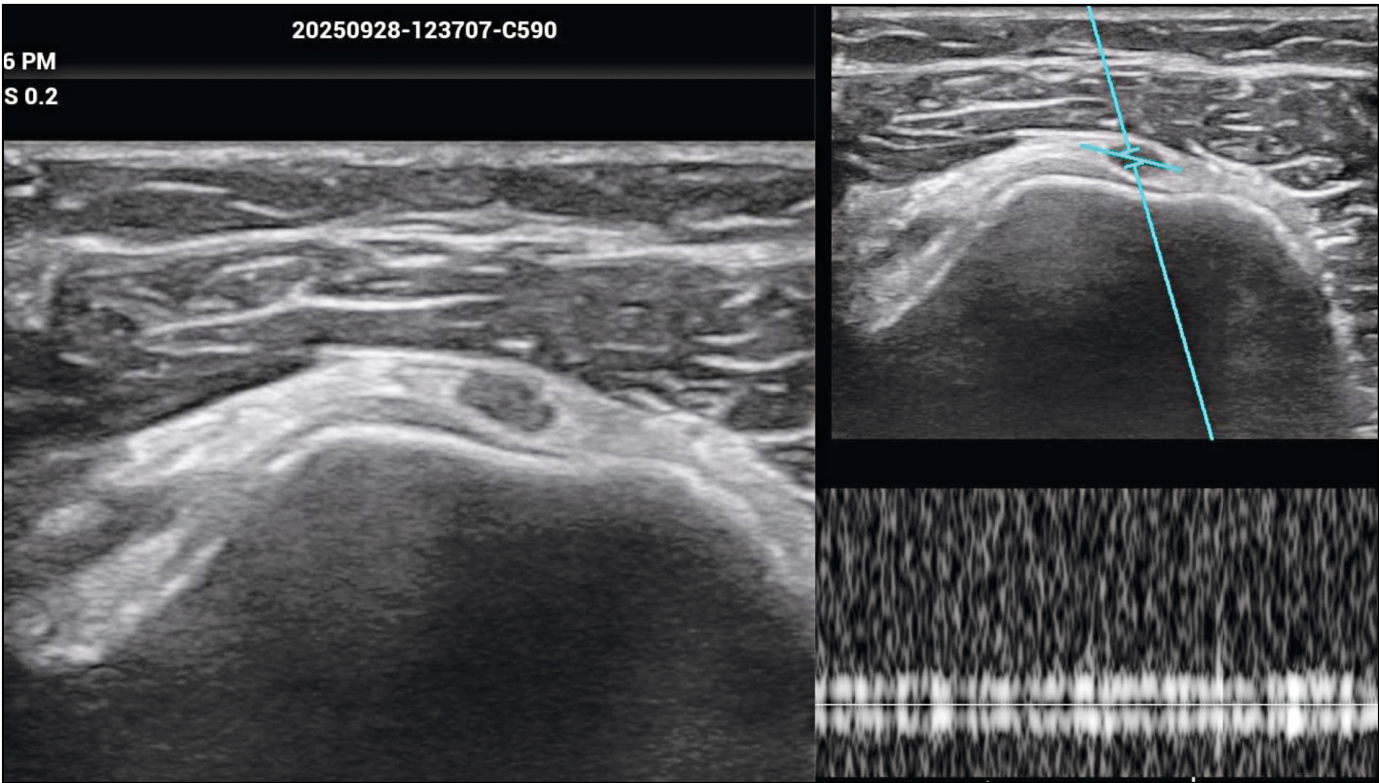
Vena cefálica con y sin aplicación de Doppler pulsado.
